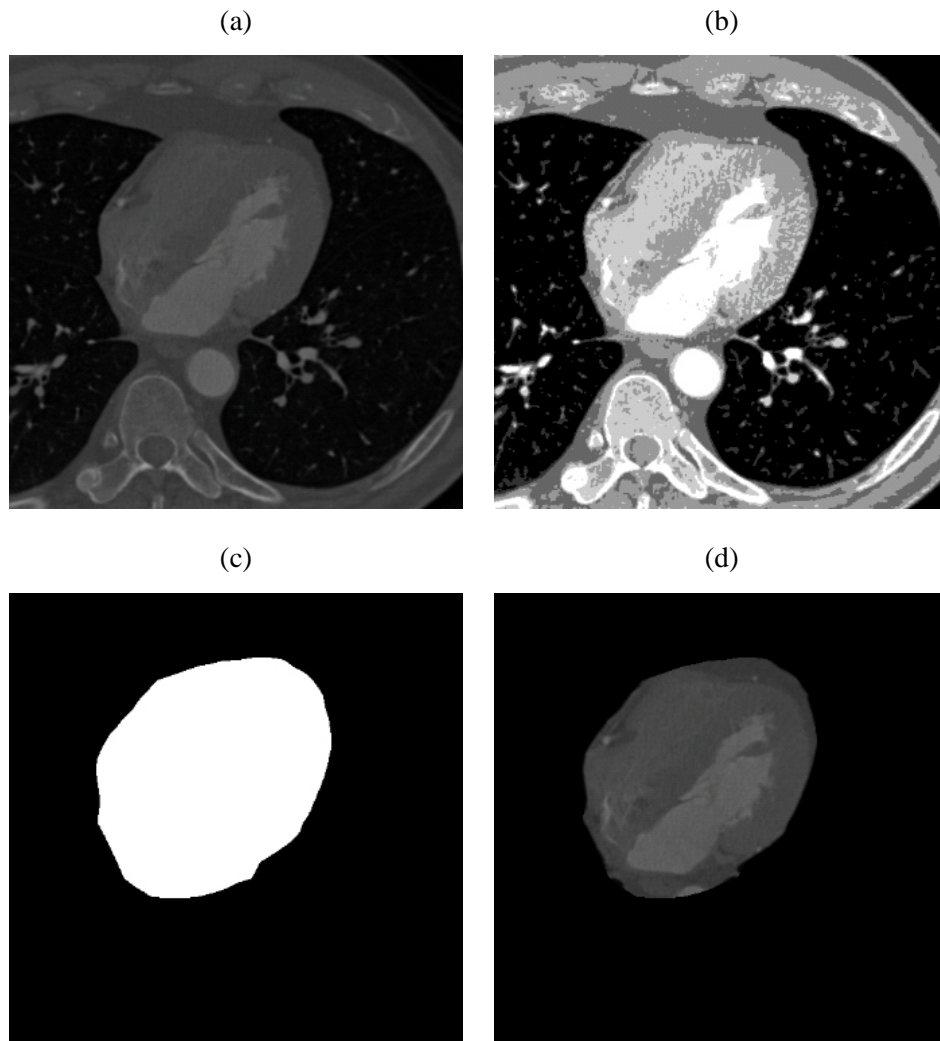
Automatische Extraktion des Herzens aus den axialen Schichten eines CT-Datensatzes. (a) Original CT-Datensatz. (b) Vorsegmentierter CT-Datensatz, der nur noch die Grauwerte $G = \{0, 1, 2, 3, 4, 5\}$ enthält. (c) Binäre Herzmaske. (d) Multiplikation des CT-Datensatzes aus (a) mit der binären Herzmaske aus (c).
